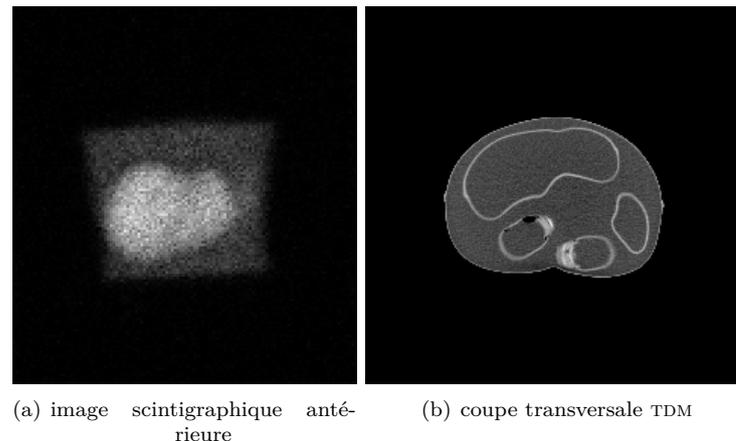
Des images de l’objet-test LIQUI-FILTM réalisées sur la caméra Millenium VG (a) et sur le tomodensitomètre de la caméra TEP/TDM Discovery LS (b).
